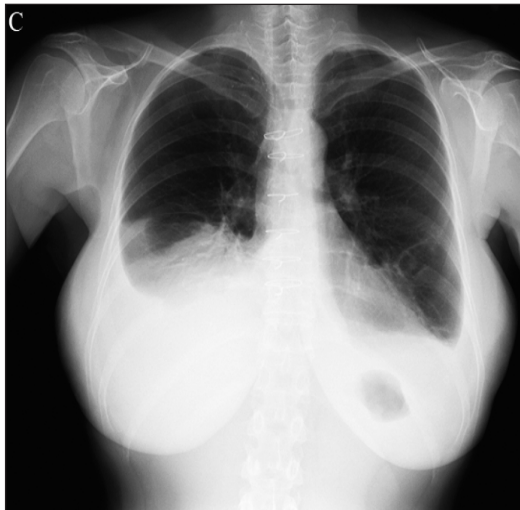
C, D. Radiographies de thorax de face avec évolution de l'épanchement. La troisième quand les symptômes récidivent (C), puis, la dernière, à distance du retrait du corps étranger (D).
